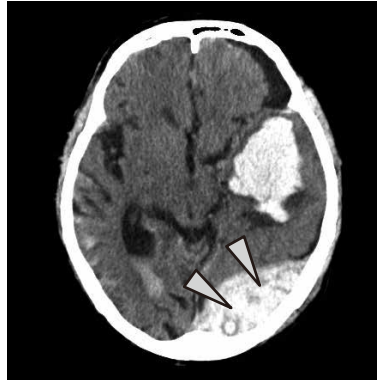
急性硬膜外血腫のCT画像（硬膜外血腫：▶）
